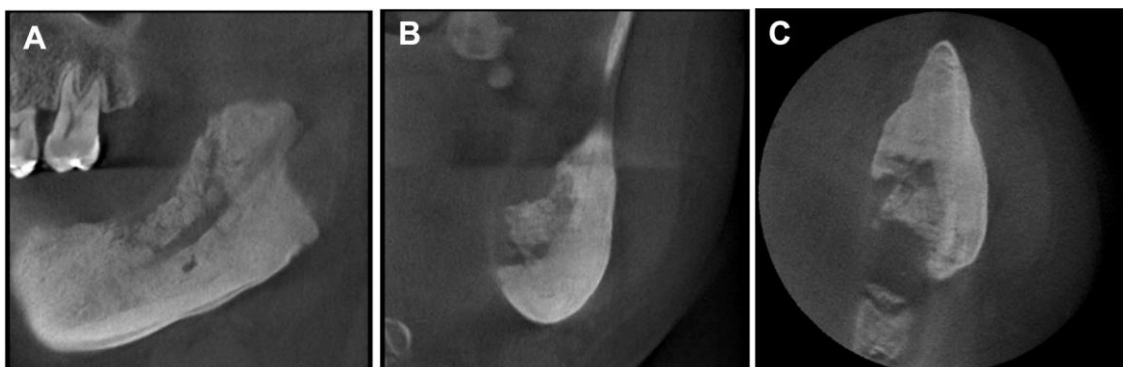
CBCT de la región del tercer molar inferior izquierdo: sagital (A), coronal (B) y axial (C). [\(21\)](#)
